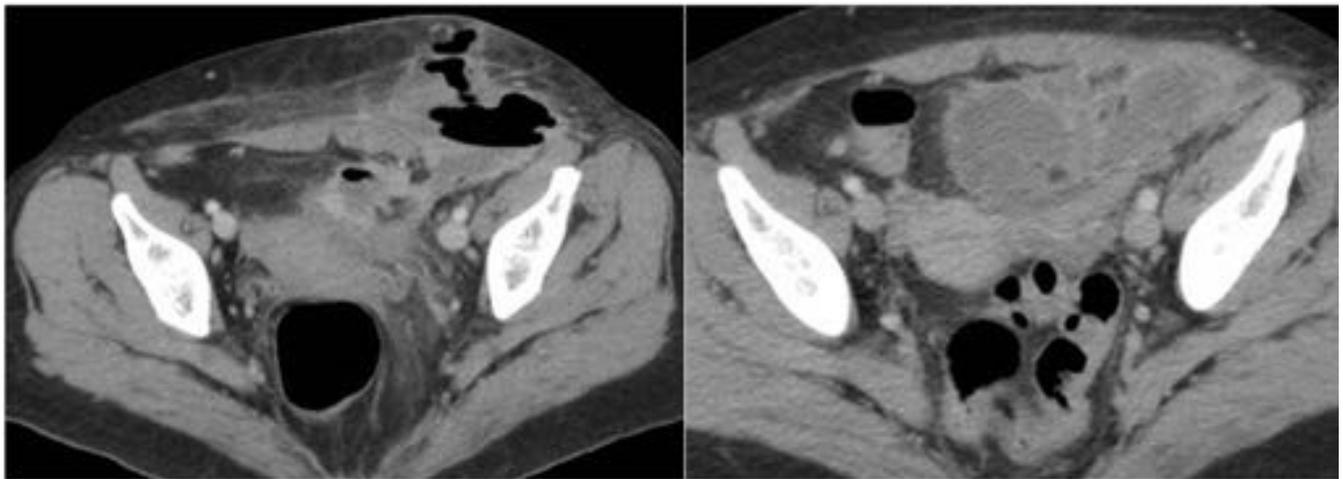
TC abdominal. Diverticulitis complicada. Abscesos pélvicos que fistulizan a la pared abdominal anterior.
